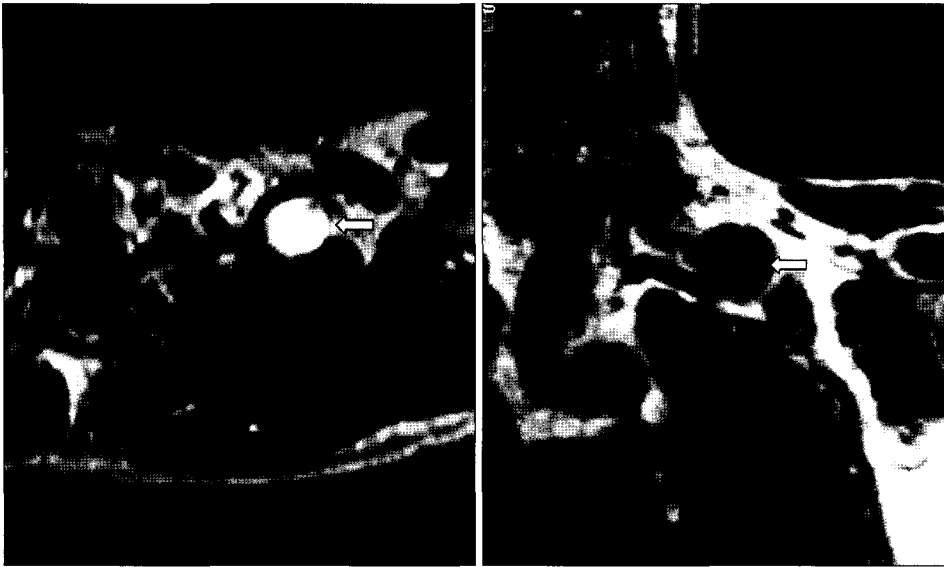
MRI of the left brachial plexus shows a well demarcated round hyperintense mass on T2-weighted image (left arrow) and a hypointense mass on T1-weighted image (right arrow).
